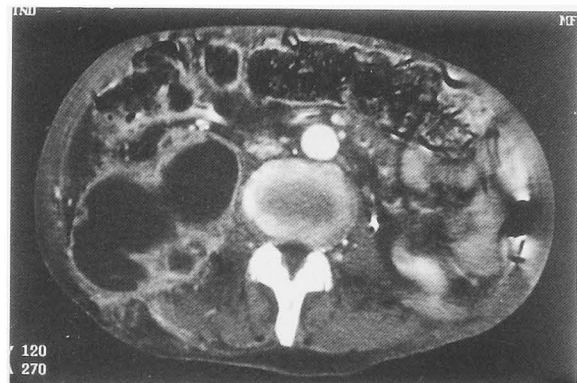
CT reveals a low density area approximately 10 cm in diameter on the right psoas muscle.
